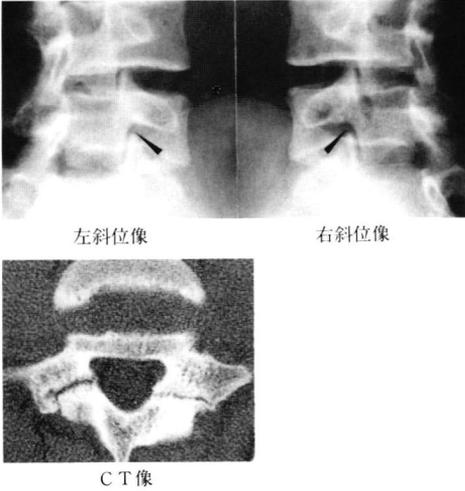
単純X線像の右斜位像で小宅分類²⁾のV型にあたる分離が疑われたが、CT像ではIb-Ib型の分離が明瞭であった。
